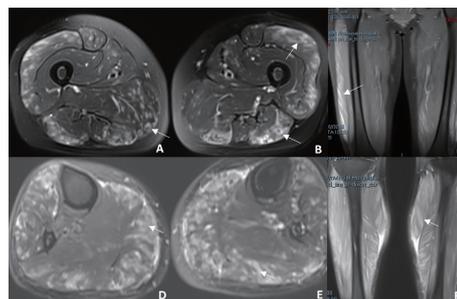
上图:双大腿MRI T<sub>2</sub>压脂相:双股外侧肌、股二头肌、半膜肌异常信号,纵断面见条索状改变;下图:双小腿MRI T<sub>2</sub>压脂相:胫前肌和腓肠肌弥漫异常信号,纵断面见条索状改变
